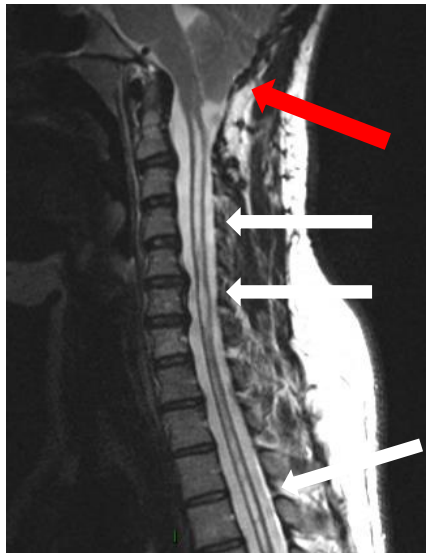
Cette coupe IRM montre des amygdales cérébelleuses herniées (flèche rouge) et la cavité syringomyélique dans la moelle épinière (flèches blanches).
